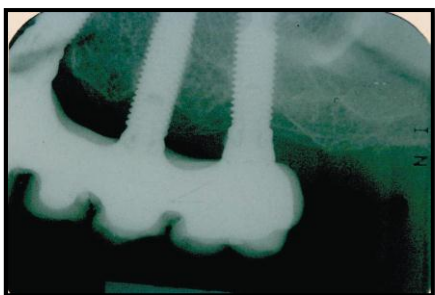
c) Rx periapical na avaliação inicial. Defeito ósseo vertical de 2 paredes nos implantes #25 e #26.
